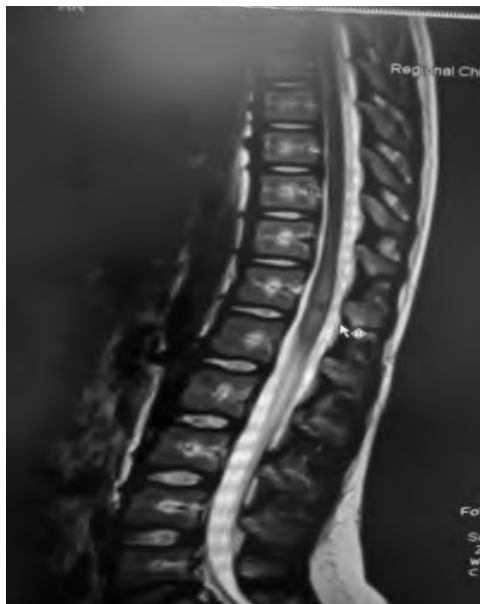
МРТ грудно-поясничного отдела позвоночника, пациентка Ж., 11 лет (29.10.2024)
